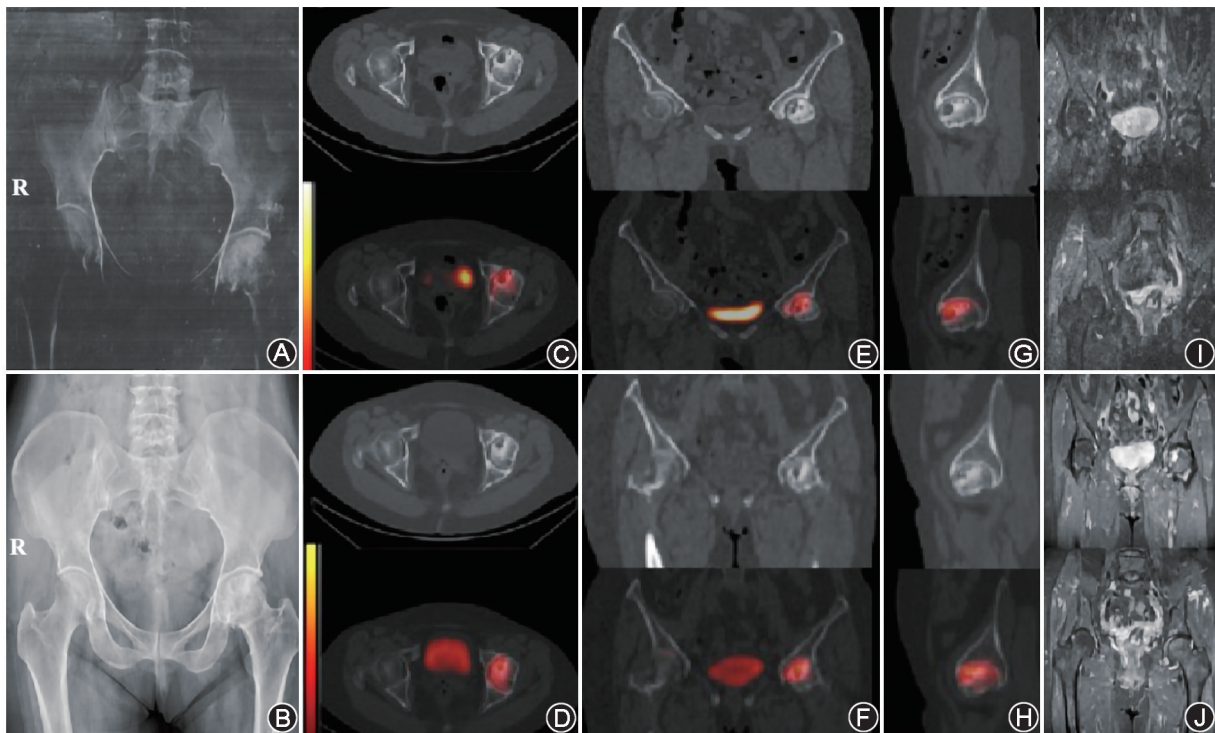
股骨头坏死(ONFH)患者(女,58岁)左侧非创伤性ONFH治疗前后影像对比(A、C、E、G、I为治疗前;B、D、F、H、J为治疗后) A、B.髋关节X线正位片示治疗前左侧股骨头轻度变扁,关节面密度不均,局部透亮区,骨循环研究协会(ARCO)Ⅲ期;治疗后骨质硬化明显,未进一步塌陷,分期不变;C~H.髋关节局部轴位、冠状位、矢状位⁹⁹Tc^m-亚甲基二膦酸盐(MDP)SPECT/CT显像(上行为CT图,下行为SPECT/CT融合图,色标表示⁹⁹Tc^m-MDP摄取强度),可见治疗后⁹⁹Tc^m-MDP摄取由Hart 4级变为3级;I、J. MRI T₂加权成像脂肪抑制序列(WI-FS)冠状位示治疗前股骨头轻度扁平,关节面下骨髓水肿明显(长T₂信号);治疗后骨髓水肿改善明显,股骨头未见进一步塌陷
